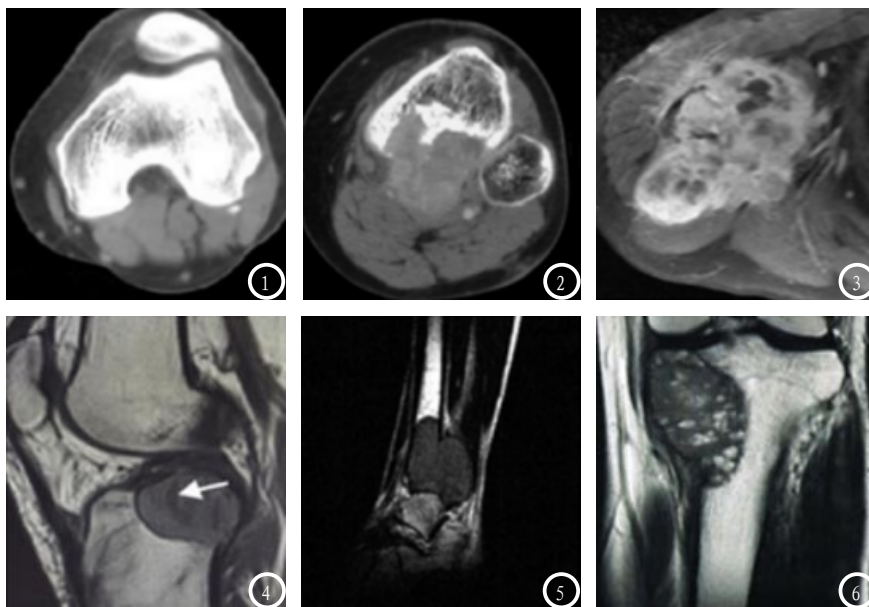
男性, 24岁, 左胫骨骨巨细胞瘤, CT可见骨皮质不连续, 无骨膜反应, 可见软组织包块; 图2 男性, 27岁, 右胫骨骨巨细胞瘤, CT可见病灶内缘呈波浪状, 为骨壳内面骨嵴所致, 无真性骨性间隔; 图3 男性, 51岁, MRI横断位增强后T₁WI显示病灶实性部分显著强化, 囊实性混杂; 图4 女性, 21岁, 左胫骨骨巨细胞瘤, MRI矢状位T₁WI显示病灶呈中低信号, 其内可见液-液平面形成; 图5 女性, 25岁, 胫骨远端骨巨细胞瘤, MRI矢状位T₁WI可见较大软组织肿块, 体积约为140.55cm³; 图6 男性, 41岁, 左胫骨骨巨细胞瘤, MRI矢状位T₂WI显示病灶周围的低信号带不完整。
